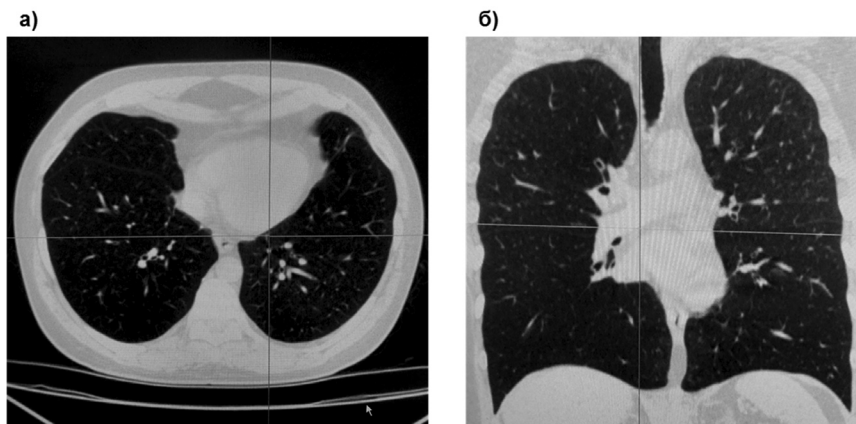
Компьютерная томография грудной клетки больного ПХОБЛ:
